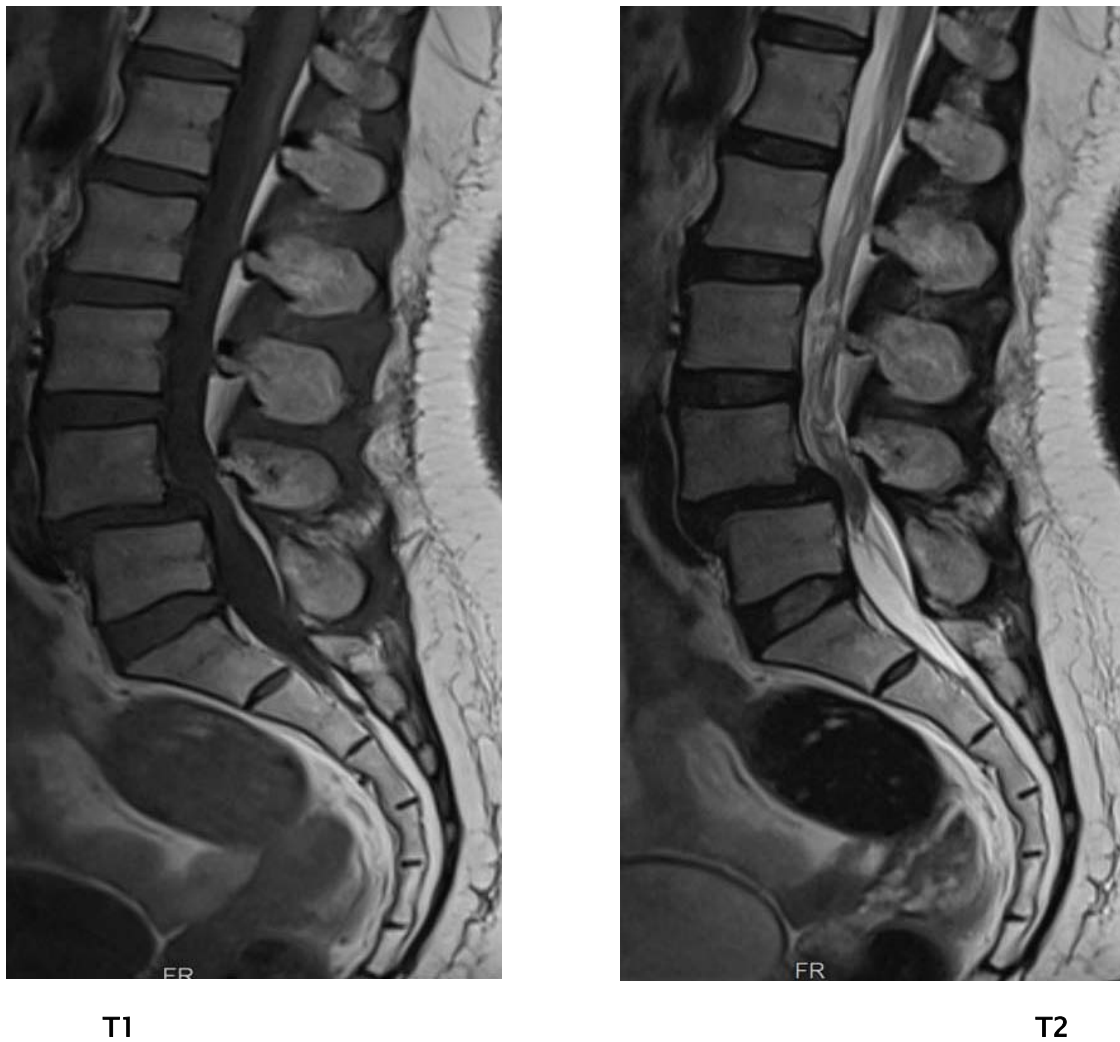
IRM lombaire en pondération T1, T2 coupe sagittale avec rétrolisthésis L5/L4 grade 2
